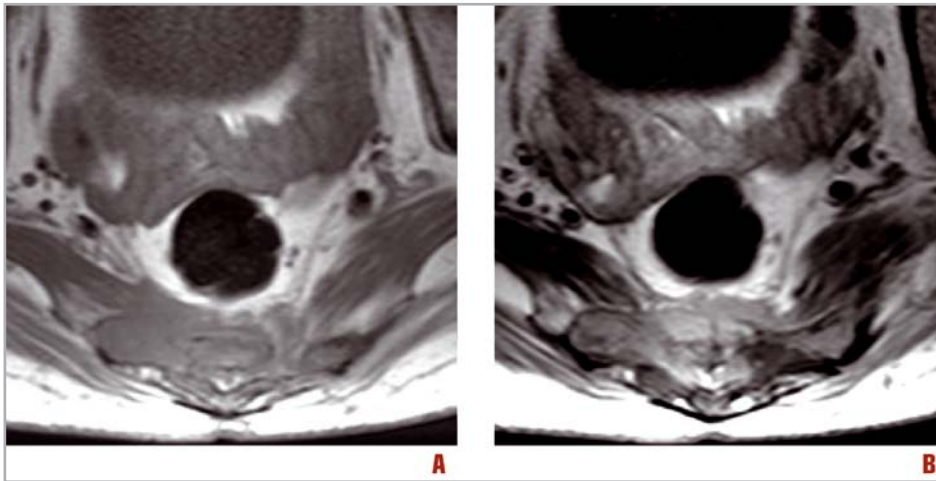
RM assiale T1 precontrasto (A) e RM assiale T1 postcontrasto (B) che mostrano l'invasione del mesoretto
